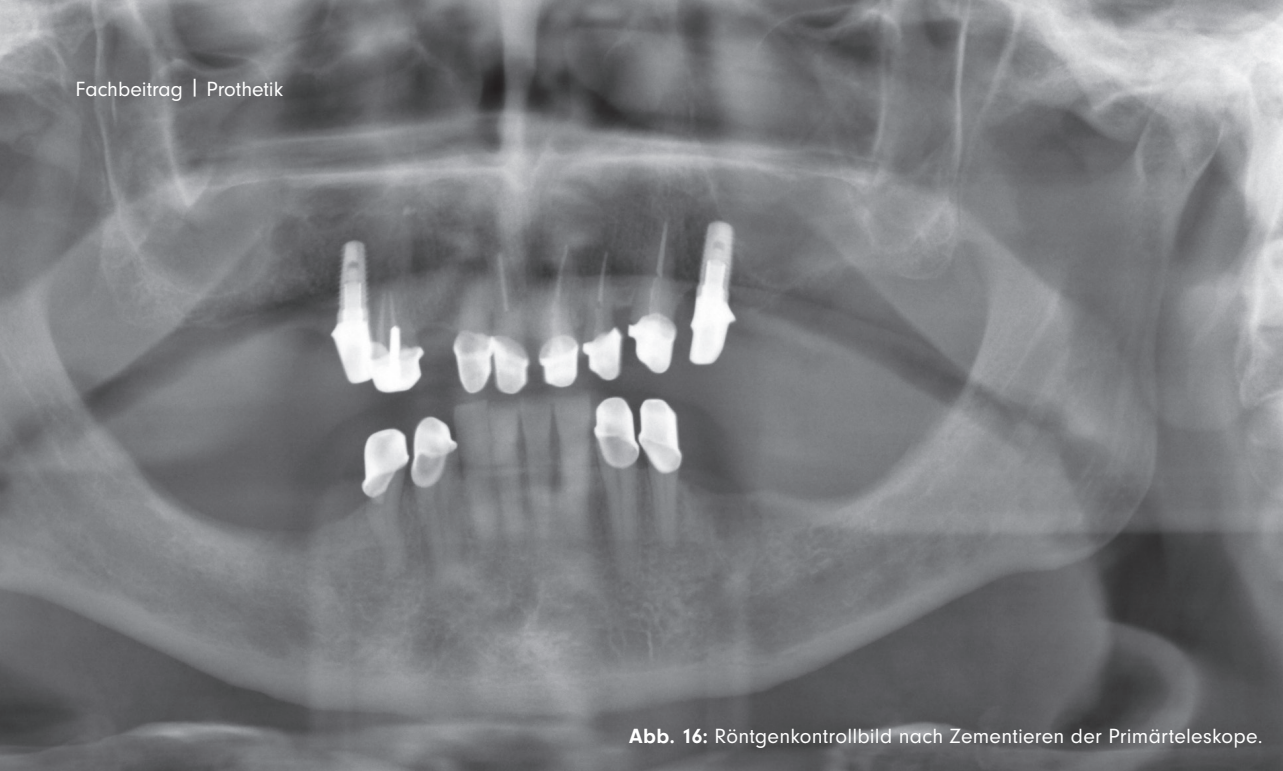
Röntgenkontrollbild nach Zementieren der Primärteleskope.
